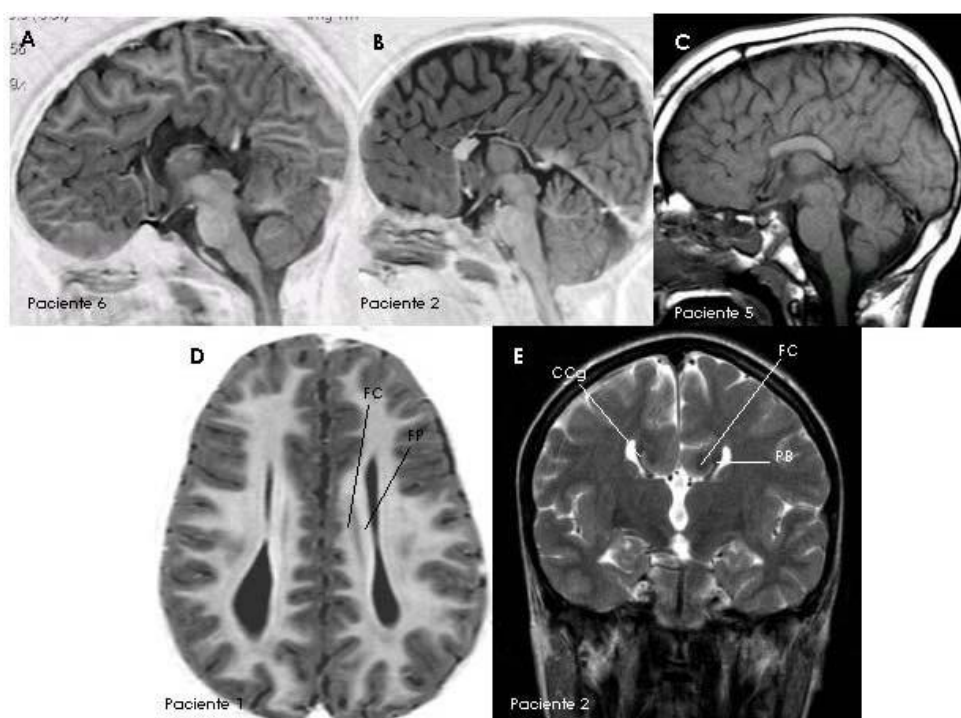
A-E: Imagens de ressonância magnética (RM) ponderada em T1 no plano sagital de pacientes com agenesia do corpo caloso (CC) (A), disgenesia parcial do CC (B) e hipoplasia do CC (C); D. Imagem de RM ponderada em T1 no plano axial de paciente com disgenesia parcial do CC. Note o paralelismo dos ventrículos laterais e presença do feixe de Probst paralelo ao feixe do cíngulo. E. Imagem de RM ponderada em T2 no plano coronal de paciente com disgenesia parcial do CC. Note o córtex do cíngulo evertido, o feixe de Probst e o feixe do cíngulo evidentes neste plano. (Retirada de Tovar-Moll, 2007).
